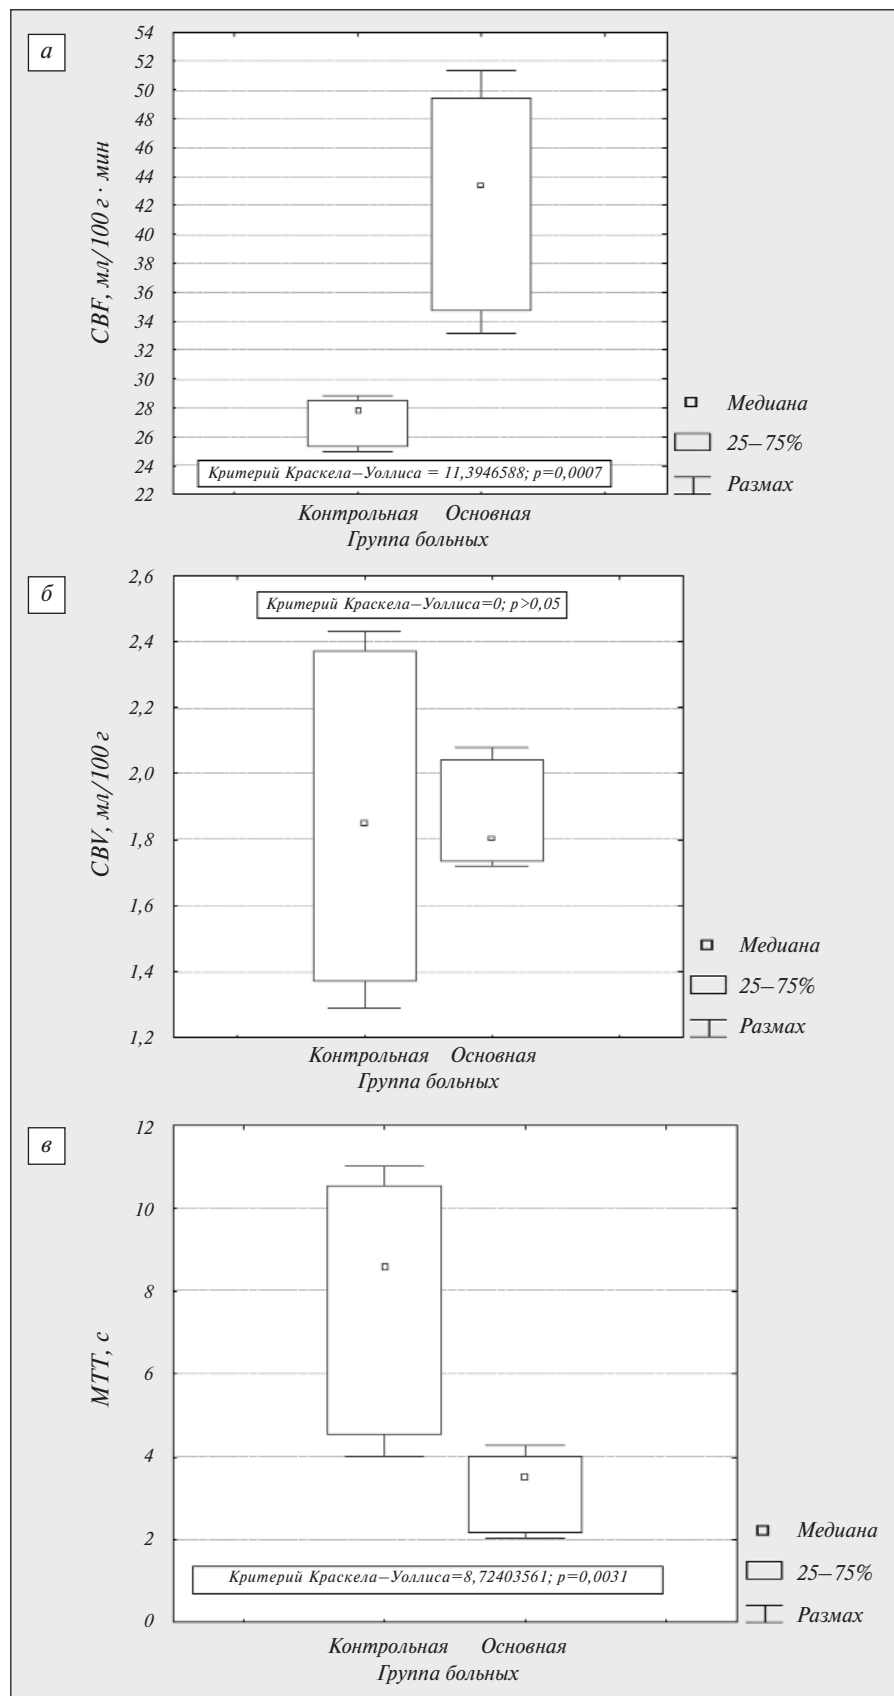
Сравнение перфузионных характеристик ишемического очага в каротидном бассейне у пациентов основной и контрольной групп: CBF (а), CBV (б), MTT (в)
